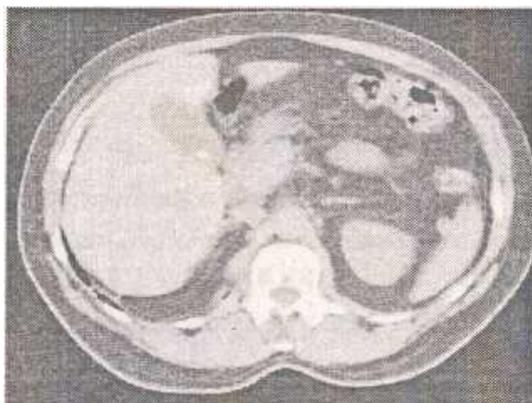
Данные КТ желчного пузыря пациентки С. после 7 мес. лечения: Рентгеноконтрастный конкремент в полости желчного пузыря диаметром 11 мм плотностью +438 НУ)
